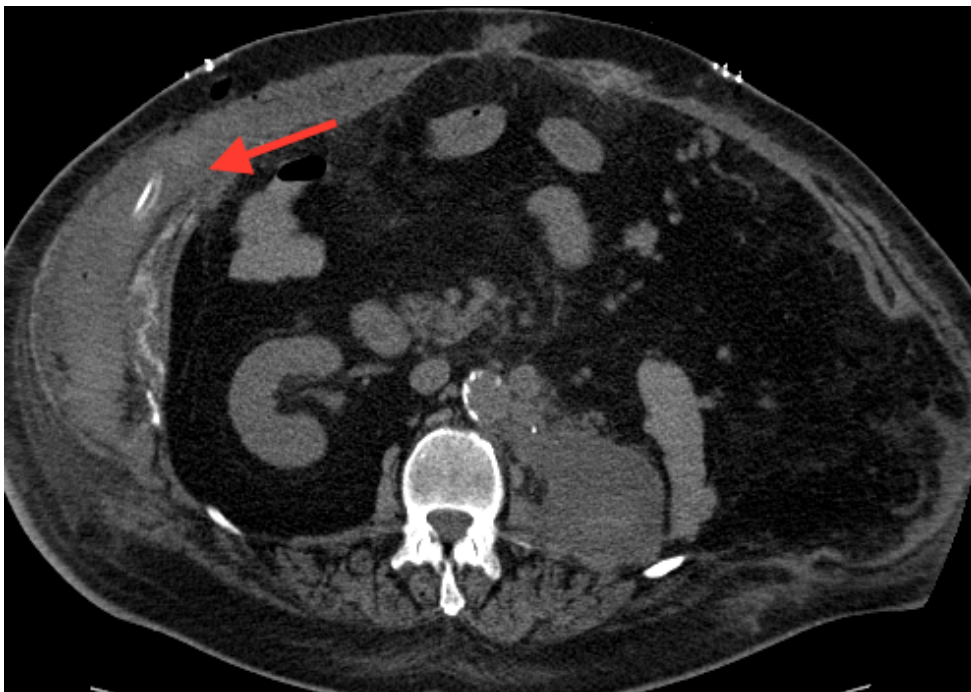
CT Aufnahme des Abdomens (Axial-Schnitte) Biliom 62 Jahre alte Patientin.
